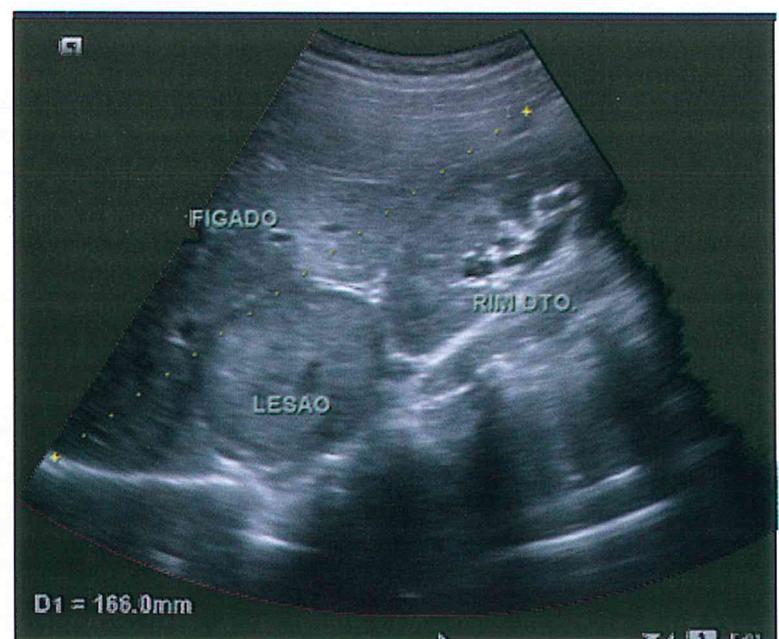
Ecografia abdominal.
